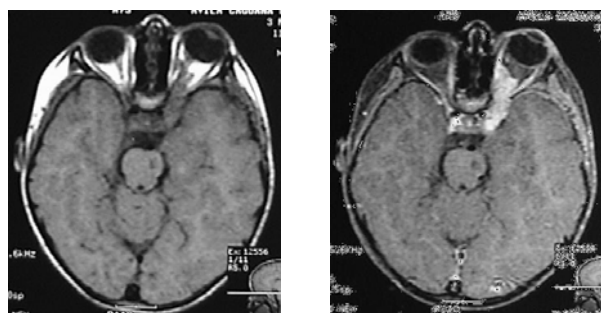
Tomografías con contraste que evidencian le lesión tumoral involucrando los anexos oculares y su extensión intracraneal (Seno cavernoso).
